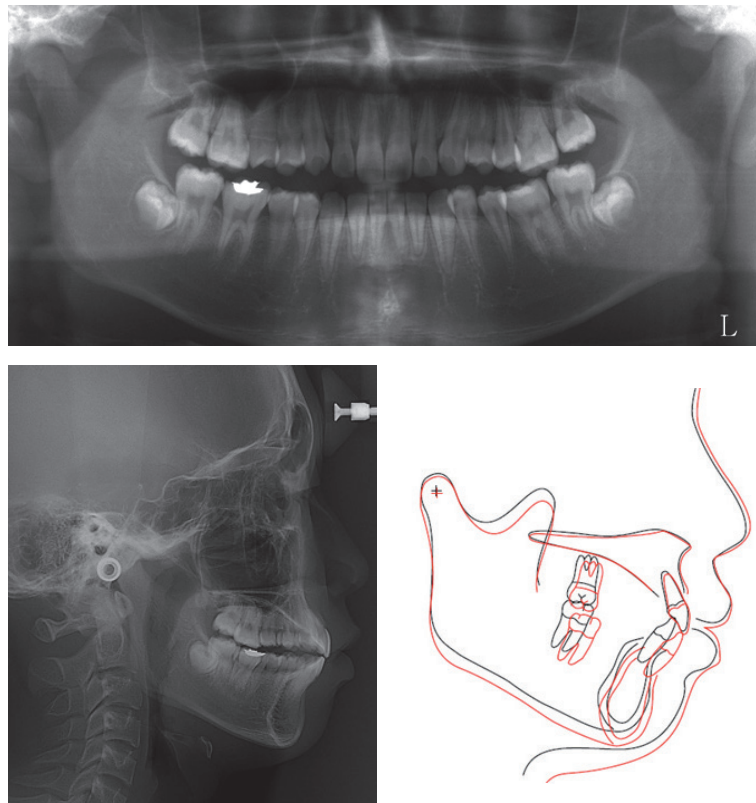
Panoramic and cephalometric radiographs after the first phase of the treatment and cephalometric superimposition on the sella-nasion line (black: pretreatment, red: after first-phase of treatment).
